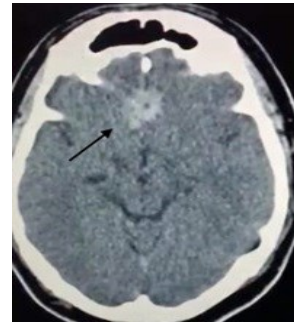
TAC de cráneo simple mostrando lesión hiperdensa mal delimitada hacia la convexidad cerebral (flecha).
